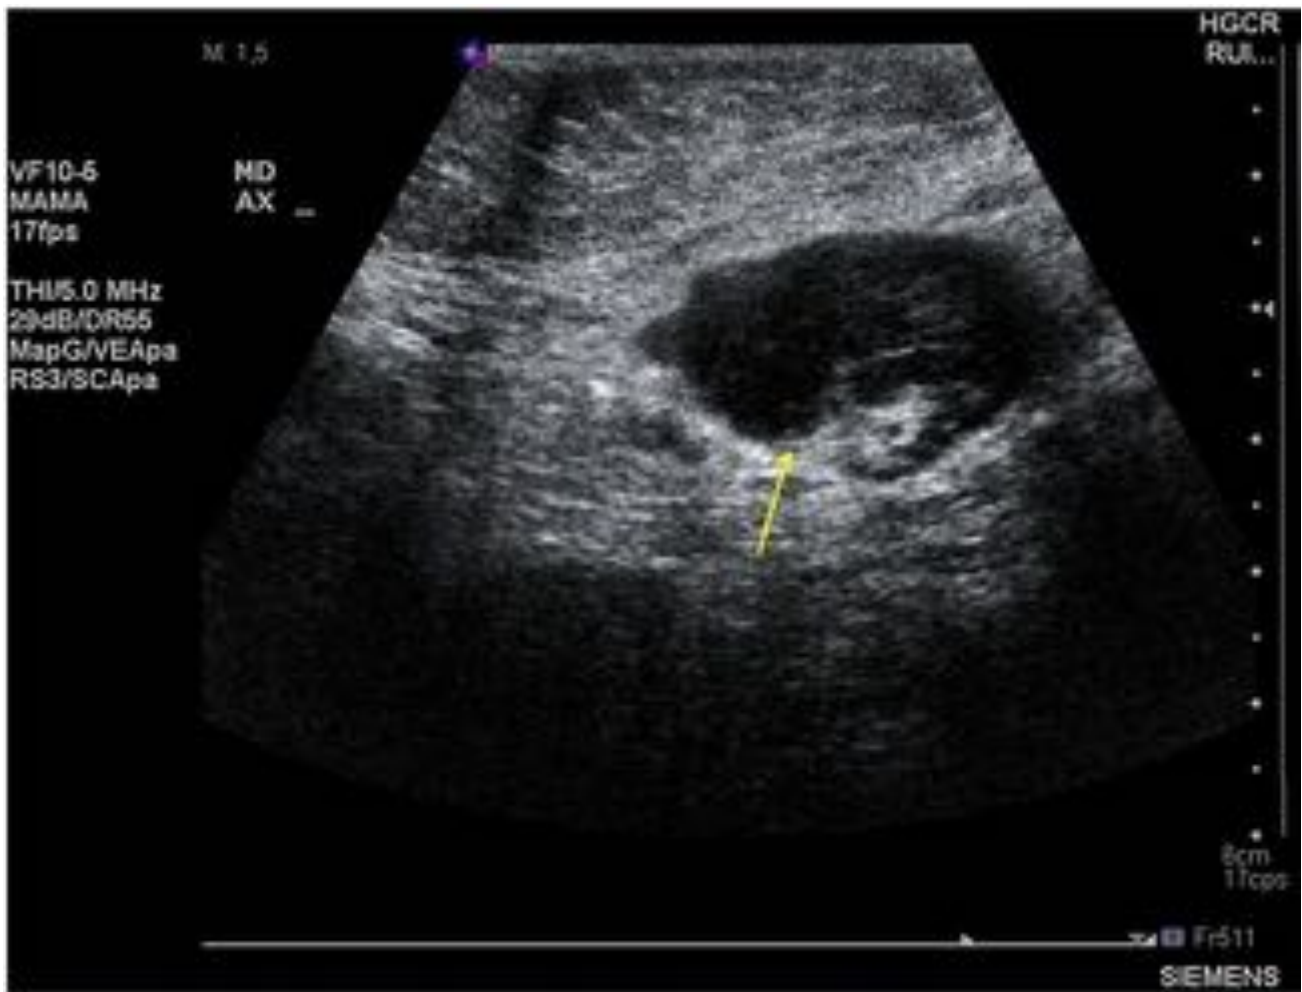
Ecografía axilar -Ganglio Bedi 5. Se observa un ganglio con estrangulamiento y desplazamiento excéntrico de la grasa mediastínica (flecha).
